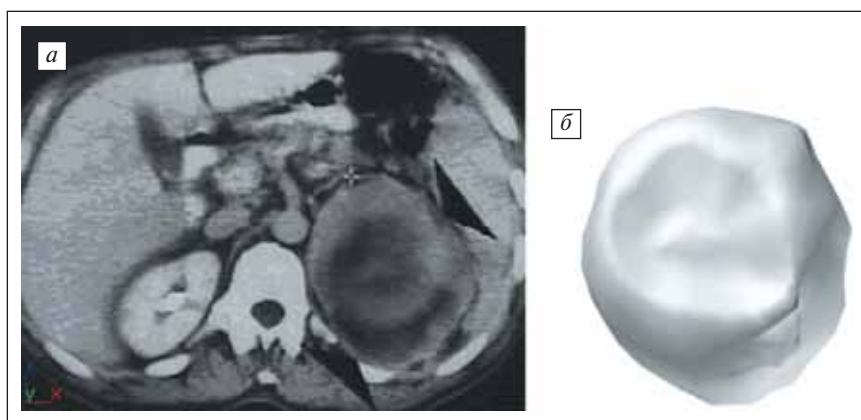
Гетерогенное образование левого надпочечника с четким контуром, содержащее в своей центральной части зону некроза (КТ): а — общий вид; б — трехмерное изображение опухоли, развернутое на 100°
